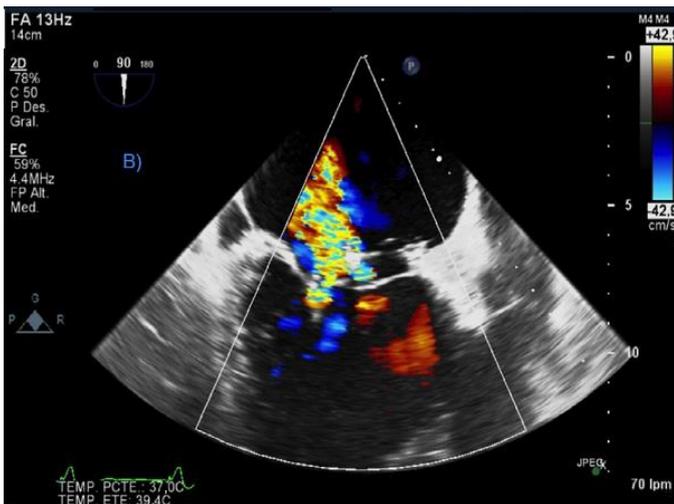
Ecocardiografia transesofágica.
